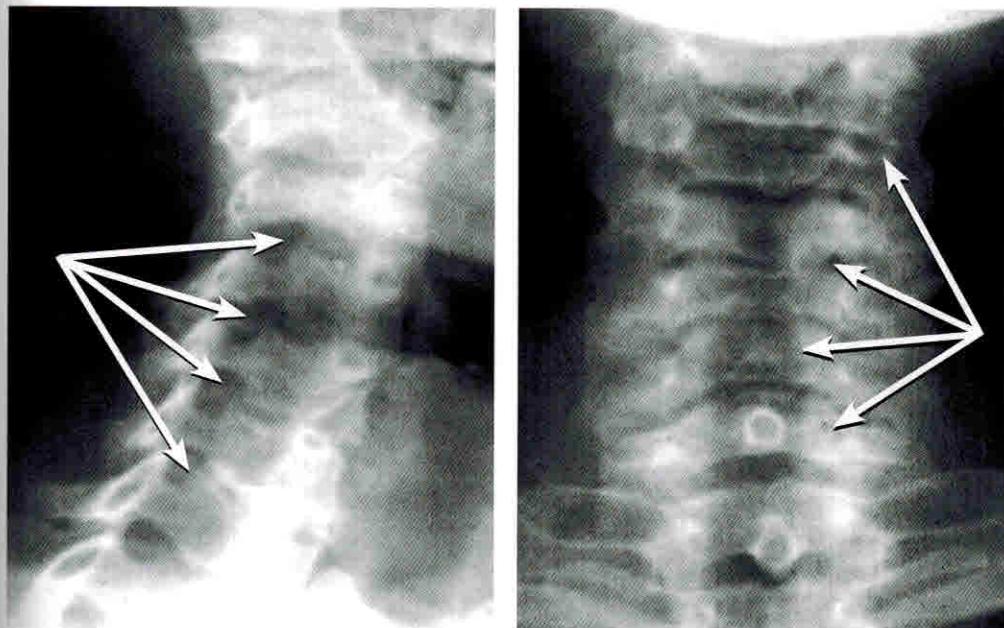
Дегенеративные изменения дугоотростчатых суставов шейного отдела позвоночника на всех уровнях. Рентгенограммы
